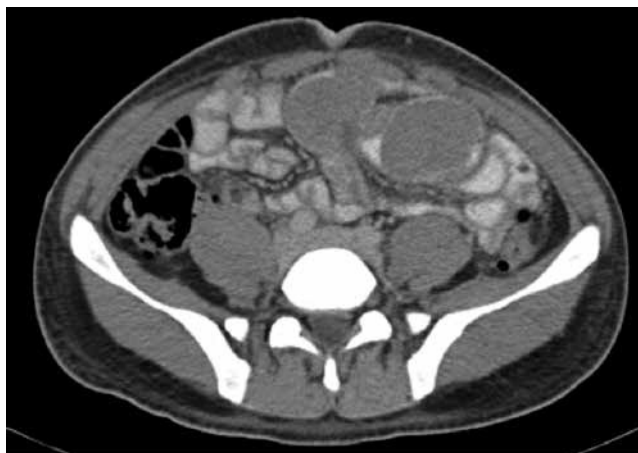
TAC abdominal contrastada, donde se aprecian imágenes ovoideas intraluminales en íleon distal.
